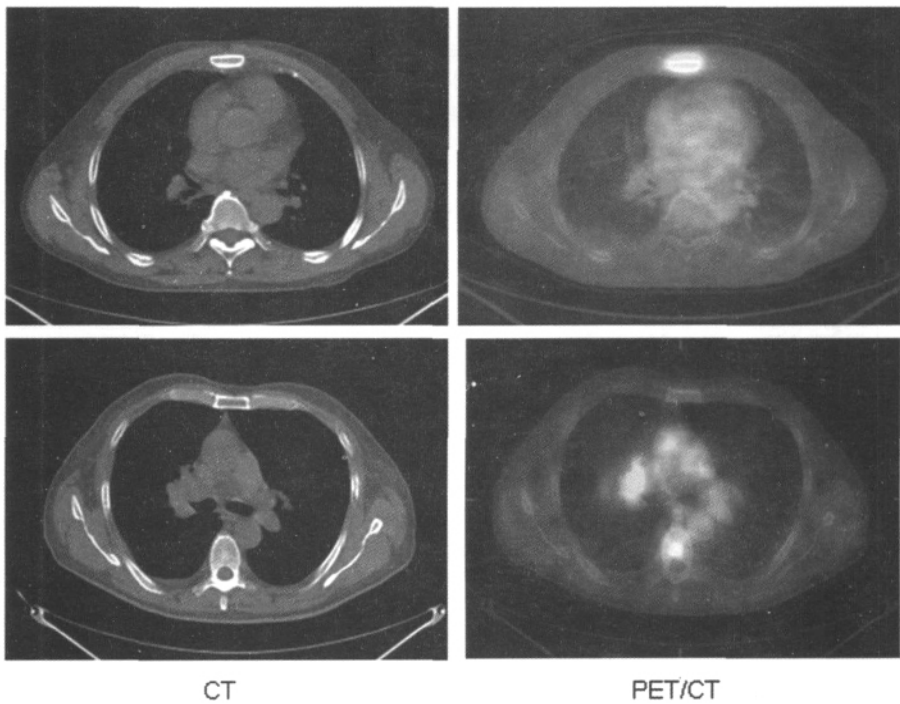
骨转移 CT 及 PET-CT 检查结果比较
